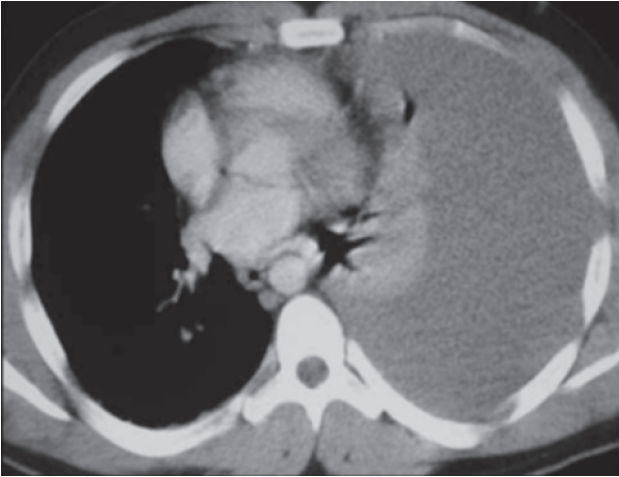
TC de tórax que demuestra extenso hemotórax izquierdo con desviación del mediastino a la derecha.
